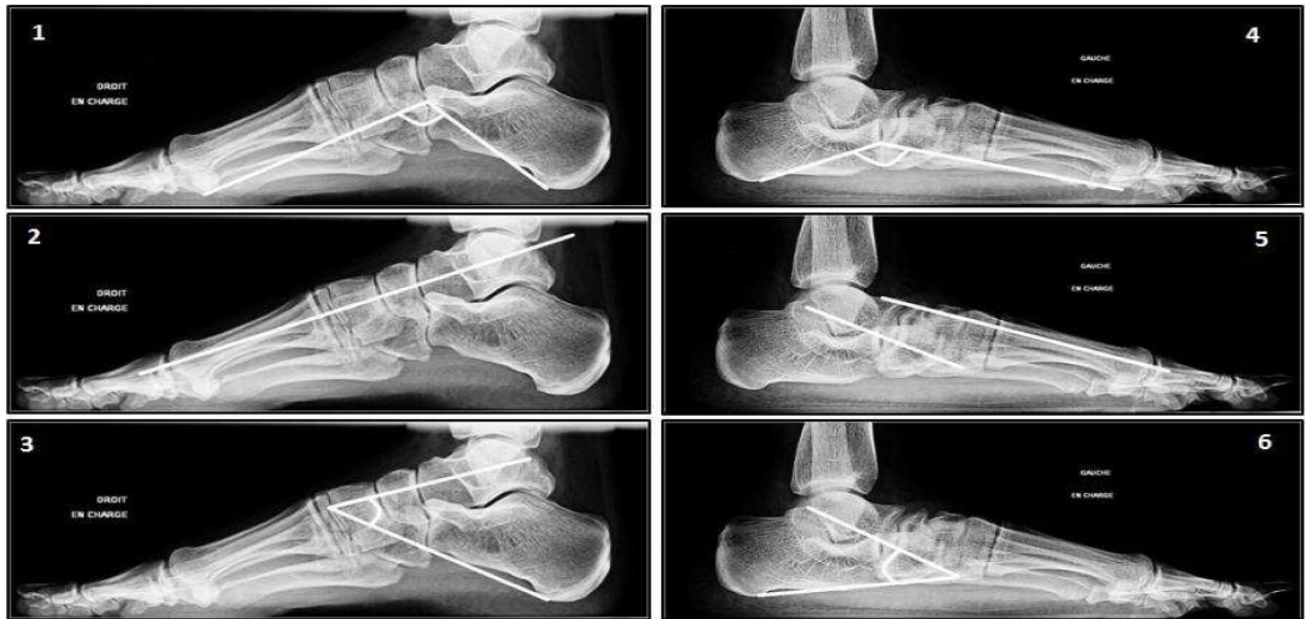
La radiographie de profil montre l'effondrement de la voûte plantaire par augmentation de l'angle de Djian (4), une cassure de la ligne de Méary Toméno (5), et un angle de divergence talo-calcanéen augmenté en cas d'équinisme associé (6) comparativement à un pied normal (1-2-3).
